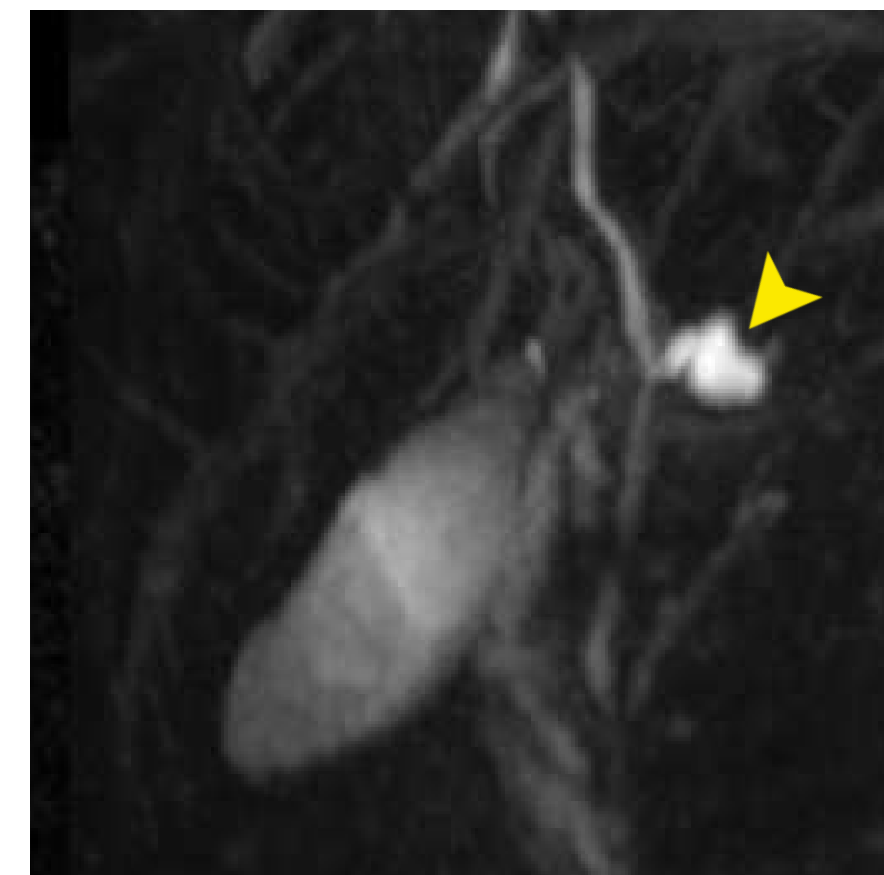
Reconstrucción de Colangio RM 3D que pone de manifiesto un divertículo de colédoco.*
